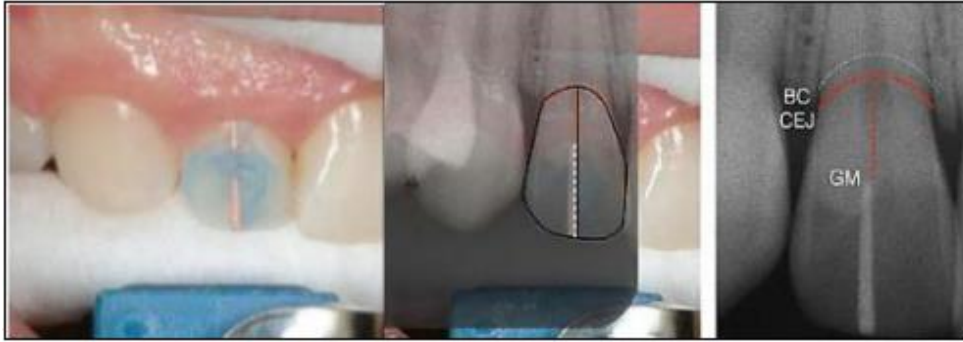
Radiographie retro-alvéolaire prise avec la technique du parallélisme [134].
